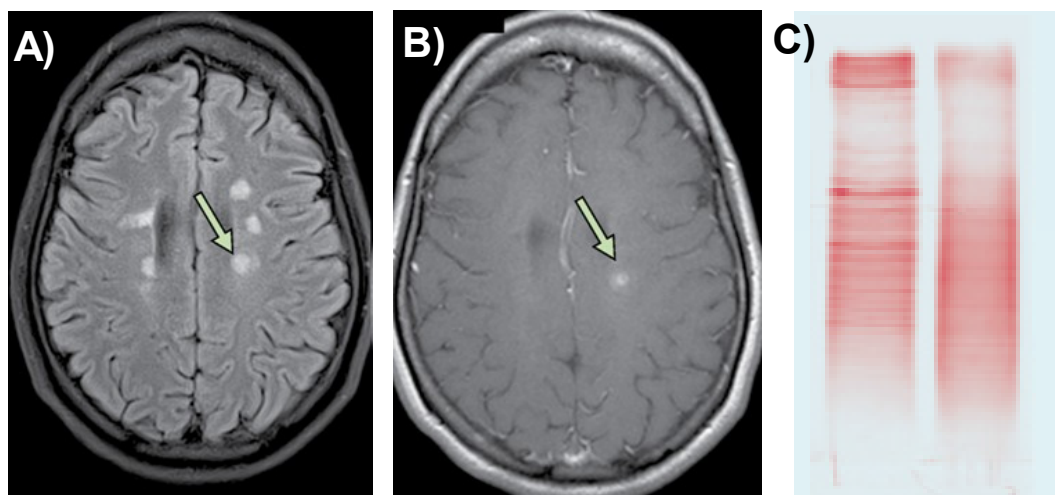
MRT-Veränderungen bei MS und liquorspezifische oligoklonale Banden
